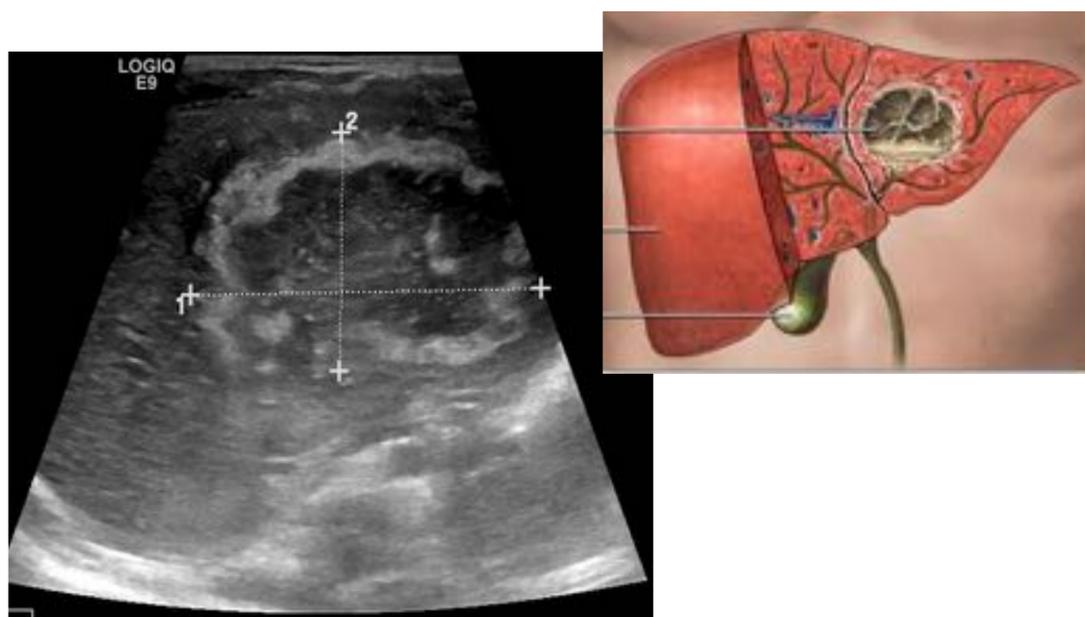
En el LHI se observa una lesión con margen externo hiperecogénico de grosor irregular que presenta bordes polilobulados y vascularización en la exploración con doppler. El centro de la lesión muestra aspecto ecogénico fluctuante, sin signos de vascularización. Hallazgos compatibles con absceso hepático. Servicio Radiodiagnóstico HUVN, Granada
